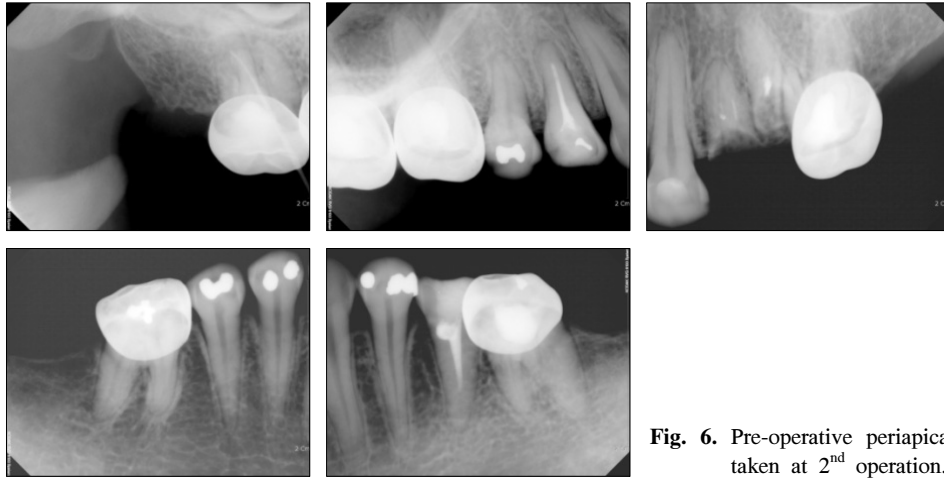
Pre-operative periapical views taken at 2nd operation.
